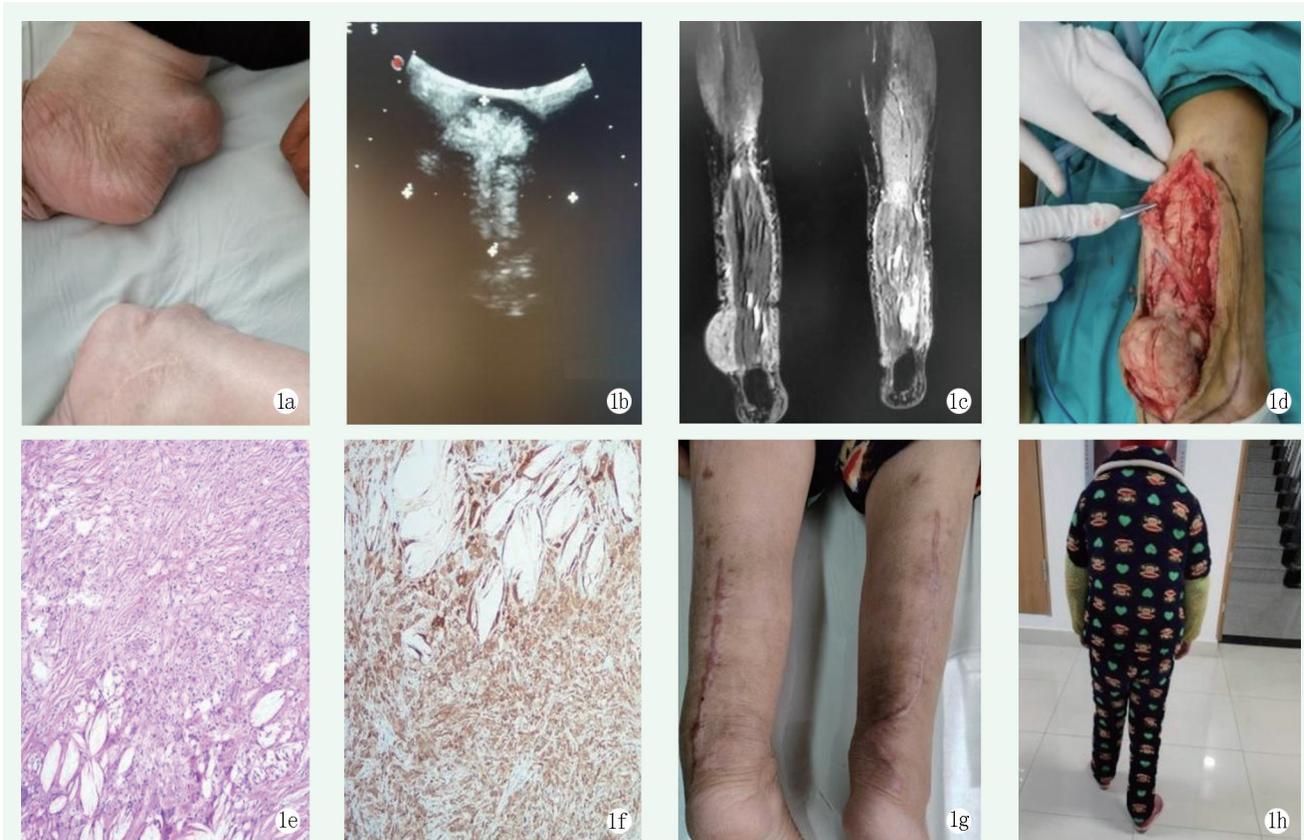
患者女性，68 岁。1a：术前双踝部多发大小不等瘤体；1b：术前超声显示双足跟处皮下软组织内见低回声区；1c：MRI 示双侧胫腓骨骨质未见明显异常，右踝关节后上缘软组织内见大小约 6.5 cm×4.5 cm 类圆形异常信号灶；1d：术中切除双侧多发瘤体，保留跟腱功能及其完整性；1e：HE 染色：大量泡沫样组织细胞结节状增生，伴部分胆固醇结晶，少量多核巨细胞；1f：免疫组化：CKpan（-），lyso（+）、CD68（+），表达泡沫细胞；1g：术后 2 周顺利拆线，皮肤愈合良好；1h：术后 2 个月复查，患者已恢复独立行走功能。
